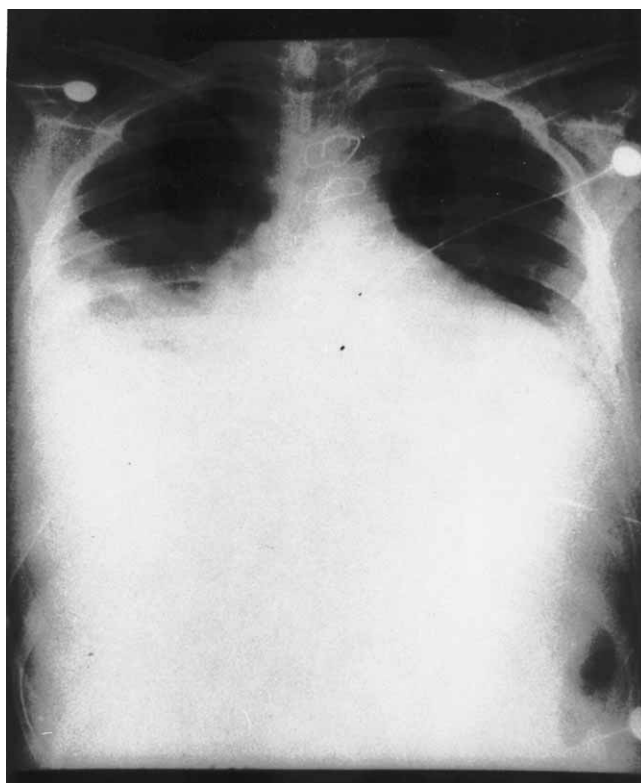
Radiografía de tórax. Se observa derrame pleural bilateral y silueta cardíaca en "garrafa".
